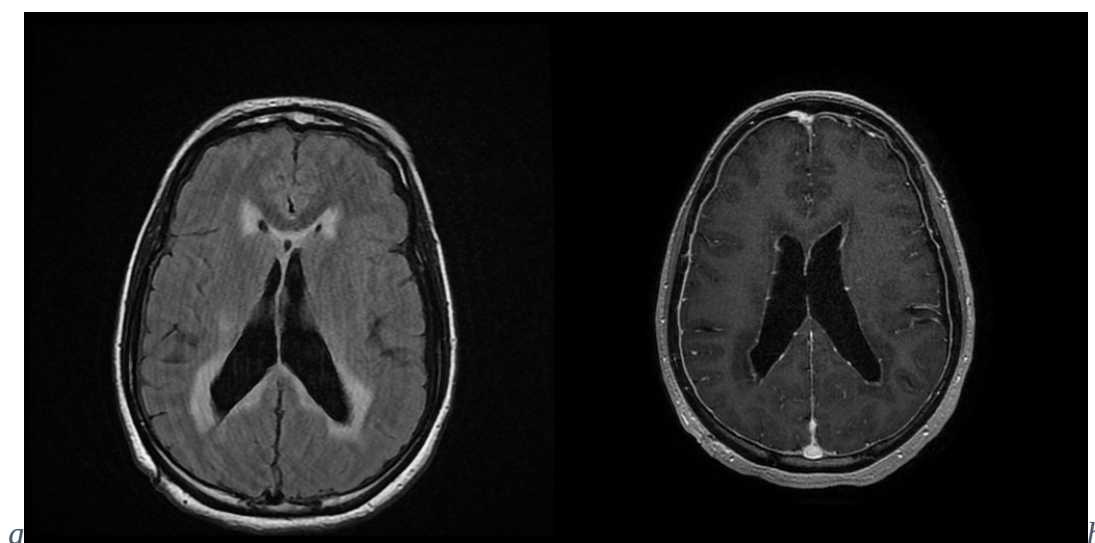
IRM cérébrale en coupe axiale FLAIR (Figure 23 a) et T1 après injection de gadolinium (Figure 23b) montrant un hyper signal FLAIR péri ventriculaire avec rehaussement de la paroi des ventricules latéraux après injection de gadolinium : ventriculite à CMV.
